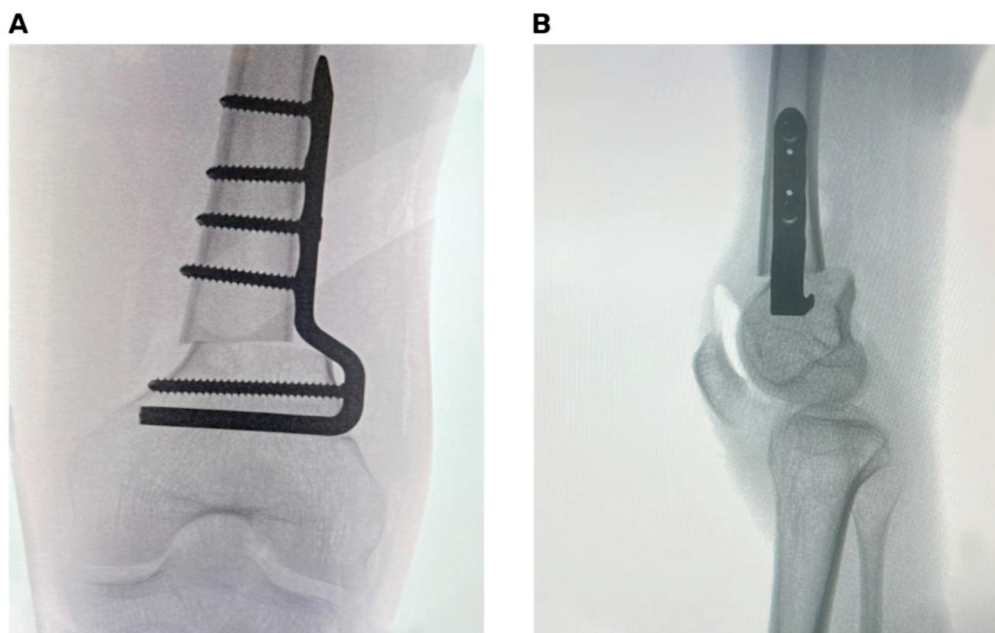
Osteotomía extensora de fémur distal con placa-hoja de ángulo fijo. (A) Radiografía anteroposterior intraoperatoria. (B) Radiografía lateral intraoperatoria en que se aprecia la extensión del fémur distal más el descenso patelar respectivo.
